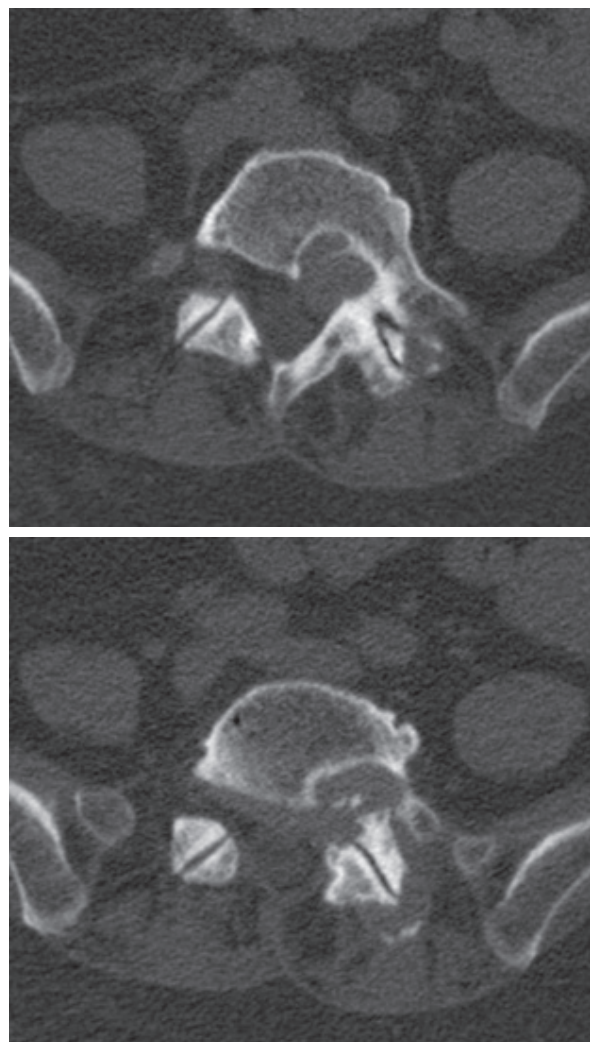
РКТ в аксиальной проекции. Выявляется узловое образование мягкотканой рентгенологической плотности с глыбчатыми оссификатами в структуре, расположенное в области левого межпозвонкового отверстия L5—S1. Тело позвонка деформировано по типу атрофии от длительного сдавления
